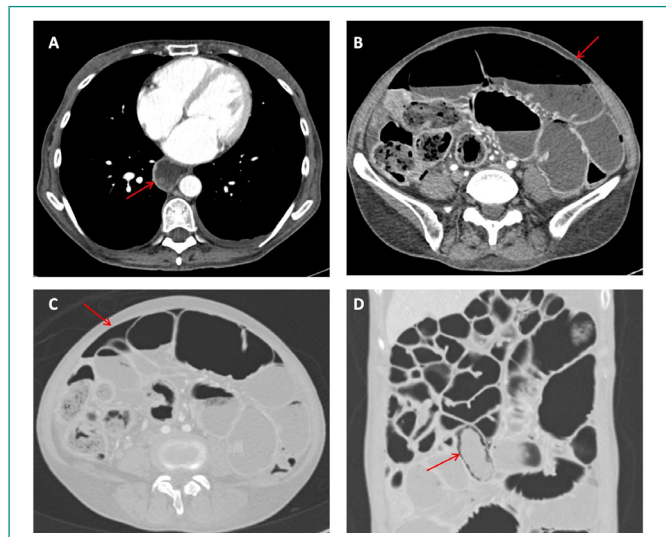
(A) TC abdominal con contraste endovenoso y en plano axial. Se observa una marcada dilatación esofágica (flecha), en relación con la esclerosis sistémica. (B) TC abdominal con contraste endovenoso y en plano axial. Presenta una importante dilatación de asas de intestino delgado (flecha), sin cambios bruscos de calibre, que sugiere un cuadro suboclusivo. (C) TC abdominal en plano axial y en ventana de pulmón. Presenta neumoperitoneo difuso (flecha), indicativo de perforación intestinal. (D) TC abdominal con reconstrucción en plano coronal y en ventana de pulmón. Presenta un asa ileal con pequeñas burbujas aéreas en su pared, indicativo de neumatosis intestinal.
